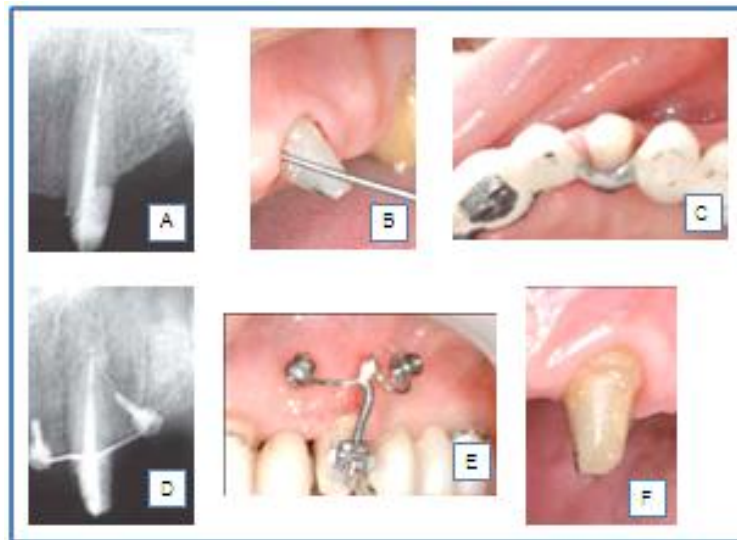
(A) Radiografía periapical que muestra el canino superior izquierdo con ausencia de material de restauración cervicalmente. (B) Fotografía al sondeo que muestra la poca disponibilidad del surco. (C) Adaptación de la prótesis fija existente y restauración individual del canino para permitir los movimientos. (D) Radiografía periapical que muestra el sitio de los mini-implantes. (E) Colocación de los mini-implantes como anclaje para el movimiento de extrusión. (F) Canino superior izquierdo 4 semanas después de la extrusión.³³
